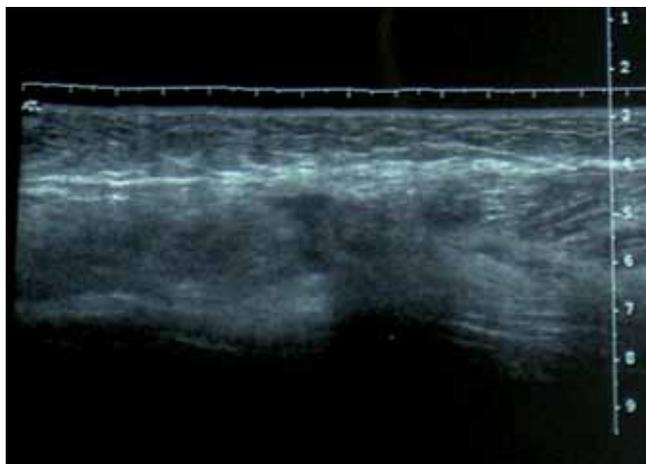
Ultrasonido 24 horas después de lesión en cara posterior de muslo derecho que muestra: engrosamiento de piel y tejido celular subcutáneo; distorsión del patrón fibrilar del semitendinoso, pérdida de tensión proximal del tercio superior con solución de continuidad y área hipoecogénica que corresponde a hematoma.
